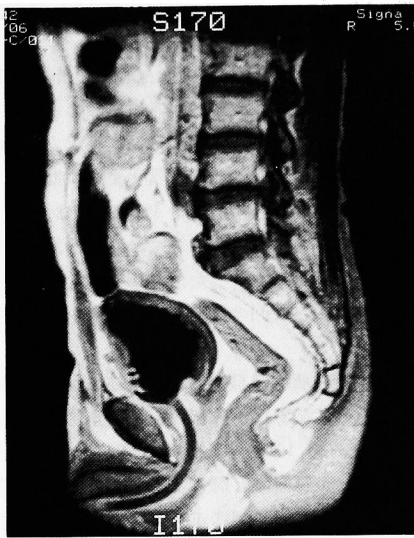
Case No. 7; Markedly increased signal intensity of prostate and urinary bladder on enhanced T1 weighted MR image
